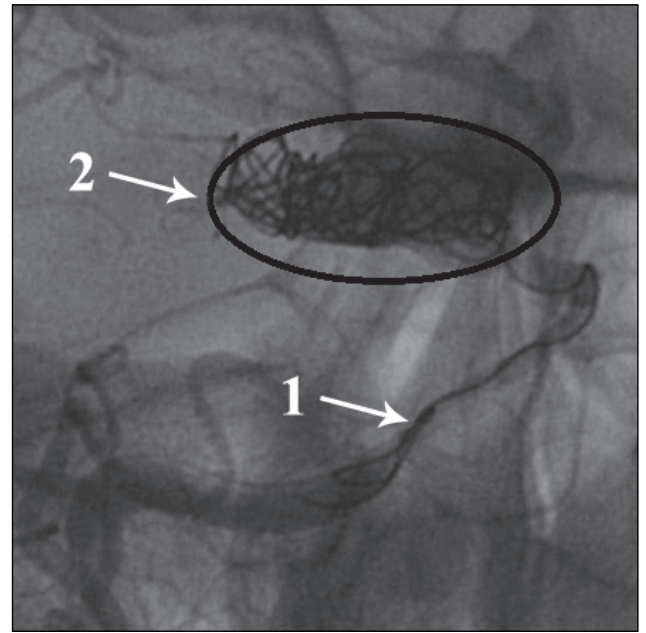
Рентгеноконтрастна церебральна ангіографія після введення мікроспіралей в аневризму (в купол, тіло, шийку аневризми з частковим виведенням у кліноїдний сегмент):
